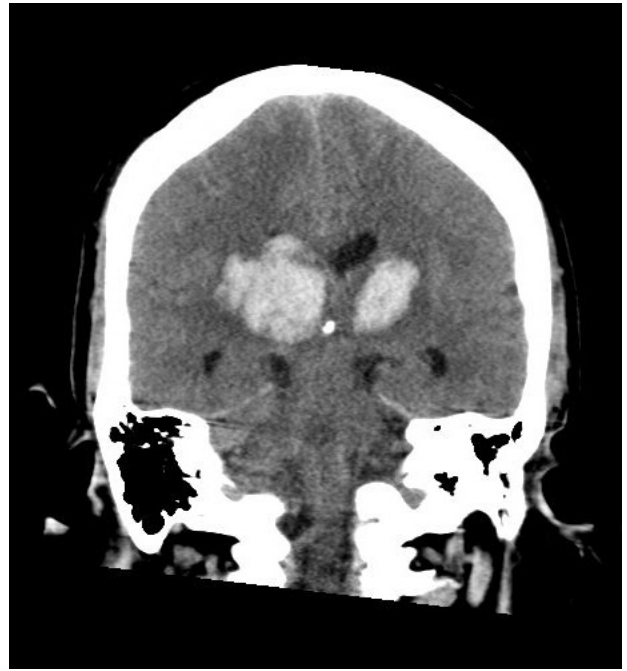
Corte coronal de tomografía computarizada simple del 13 mayo de 2017, con desviación de la línea media, con colapso de ventrículo lateral derecho, donde se observan lesiones hiperdensas a nivel de ambos tálamos a predominio derecho con ligero edema perilesional que comprime mesencéfalo ipsilateral compatible con evento cerebrovascular hemorrágico.
